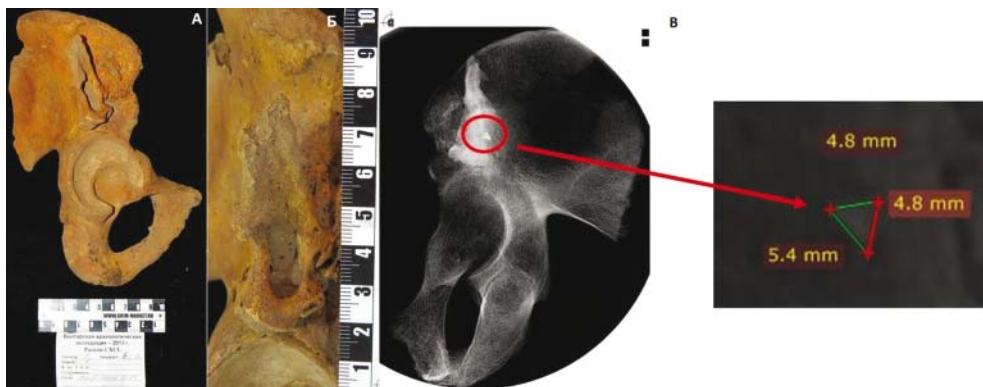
Нарост на правой тазовой кости (пог. 14). А – правая тазовая кость целиком; Б – костный вырост на теле и крыле подвздошной кости; В – рентгенограмма правой тазовой кости (окружностью отмечен инородный предмет).
